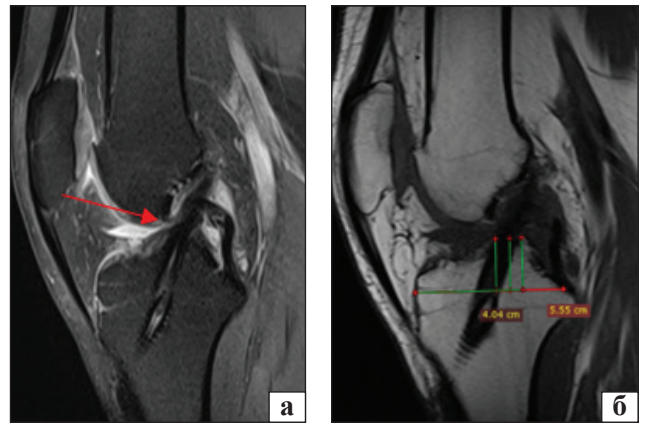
Вимірювання точки входу тібіального каналу на сагітальній проекції МРТ-візуалізації (а). Сагітальна проекція в T2 режимі, стрілкою позначено інтегрований трансплантат ПСЗ (б)
